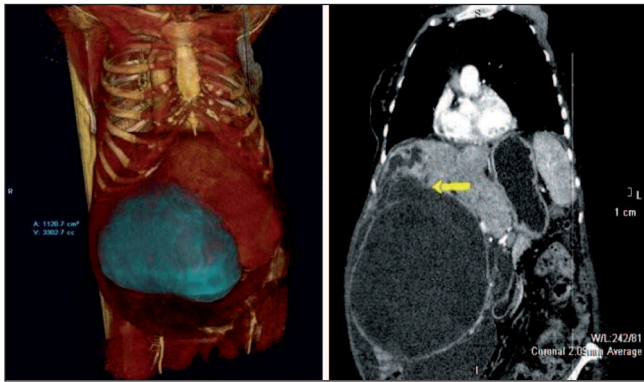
A la derecha de la imagen se muestra corte coronal de TC que pone de manifiesto la discontinuidad de la cápsula (flecha amarilla) con dilatación de la vía biliar intrahepática. A la izquierda, reconstrucción tridimensional donde se evidencia el gran volumen de la lesión con desplazamiento de las estructuras adyacentes.
